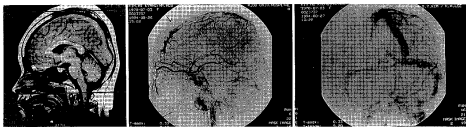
A. Brain MRI shows filling defect in superior sagittal sinus on contrast enhancement on TIWI. B. Venous phase of carotid angiogram shows nonopacification of superior sagittal sinus. C. Venous phase of follow-up venogram after t-PA treatment shows good opacification of the superior sagittal sinus and bilateral transverse sinuses
